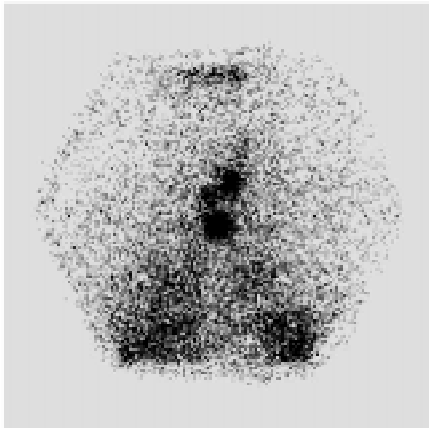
Сцинтиграма ділянки шії та грудної клітки хворого Б. на «залишкових» активностях ^{131}I після видачі лікувальної активності радіоїоду: на ділянці шії візуалізуються осередки накопичення радіоїоду в типовому місці та паренхімі обох легенів (тобто функціонально активні метастази РЩЗ)
